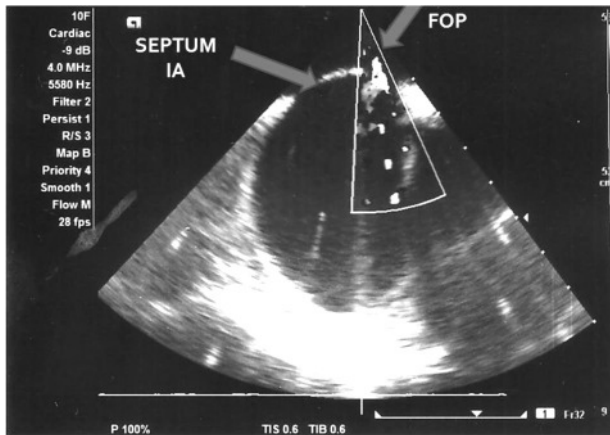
Imágenes obtenidas mediante la sonda de ecocardiograma intracardiaco donde se aprecia adecuadamente el septum interauricular. El Doppler color muestra el sitio del foramen ovale permeable evidenciándose cortocircuito de derecha a izquierda por el foramen.
